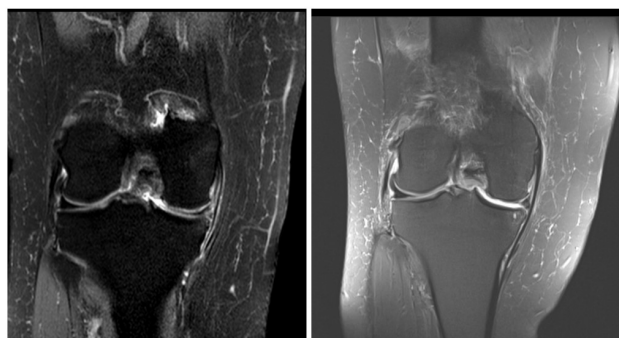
МРТ пациентки С. до (А) и после операции и проведения SVF-терапии (В)
